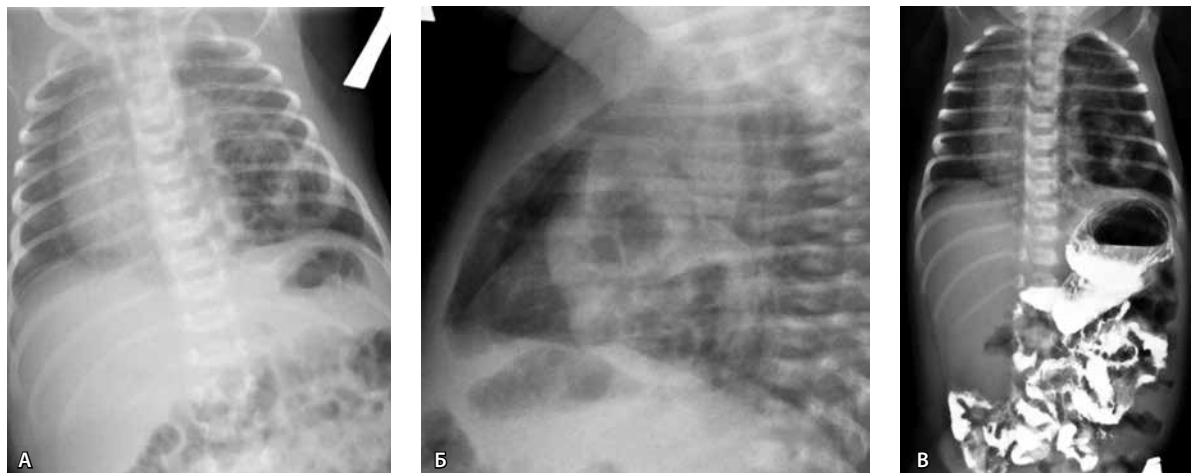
Рентгенограммы органов грудной полости в прямой (А) и боковой (Б) проекциях, грудной и брюшной полости с контрастированием желудочно-кишечного тракта в положении Тренделенбурга (Б). Определяется многокамерное воздушное образование левого легкого. Контрастированный желудок и петли кишки расположены ниже купола диафрагмы
